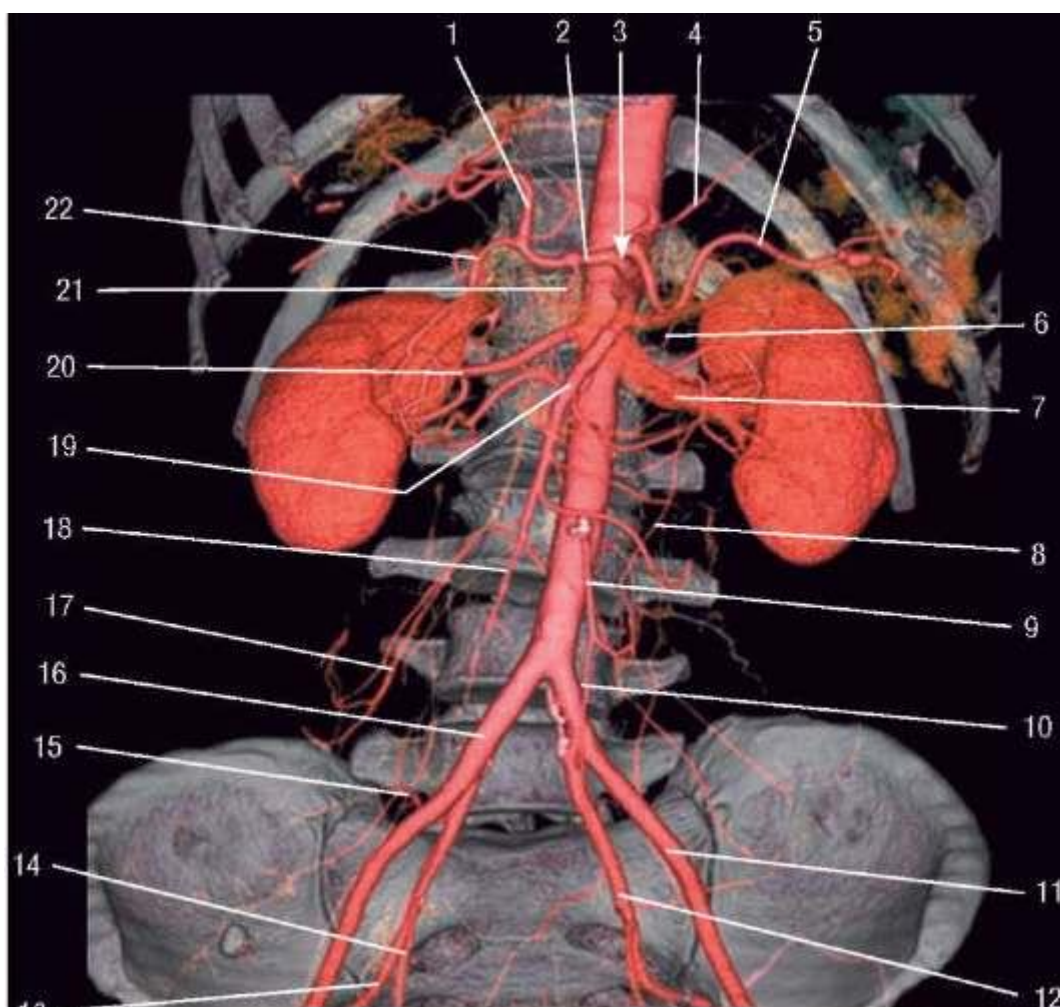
МСКТ-ангиограмма ветвей брюшной части аорты в режиме объемного рендеринга (прямая проекция): 1 - *a. hepatica propria*; 2 - *a. hepatica communis*; 3 - *tr. coeliacus*; 4 - *a. gastrica sinistra*; 5 - *a. splenica*; 6 - *a. suprarenalis media*; 7 - *a. renalis sinistra*; 8 - *a. co-lica sinistra*; 9 - *a. mesenterica inferior*; 10 - *a. rectalis superior*; 11 - *a. iliaca externa*; 12 - *a. iliaca interna*; 13 - *tr. posterior a. iliacae internae*; 14 - *tr. anterior a. iliacae internae*; 15 - *a. iliolumbalis*; 16 - *a. iliaca communis*; 17 - *a. lumbalis*; 18 - *a. ileocolica*; 19 - *a. mesenterica superior*; 20 - *a. renalis dextra*; 21 - *a. gastrica dextra*; 22 - *a. gastroduodenalis*
